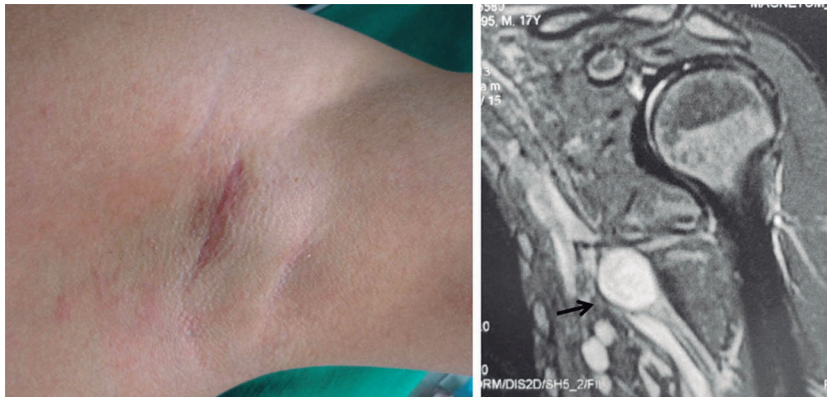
Aspecto clínico de la masa y cicatriz en la axila izquierda. La resonancia mostraba una masa sin apariencia quística, localizada aparentemente en el trayecto de un nervio del cordón posterior del plexo braquial.
